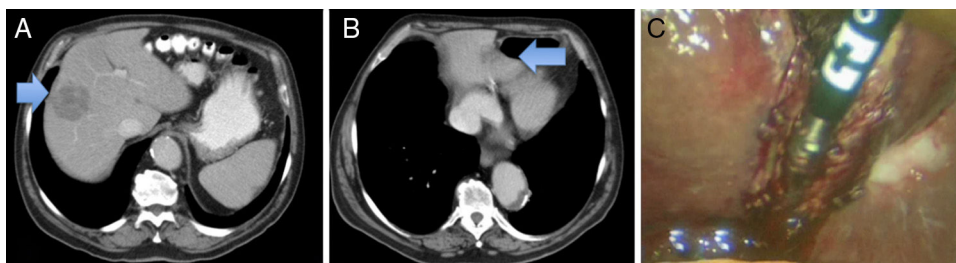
TAC. A. Metástasis en el hígado derecho. B. Metástasis en el sector lateral izquierdo. C. Resección laparoscópica.
